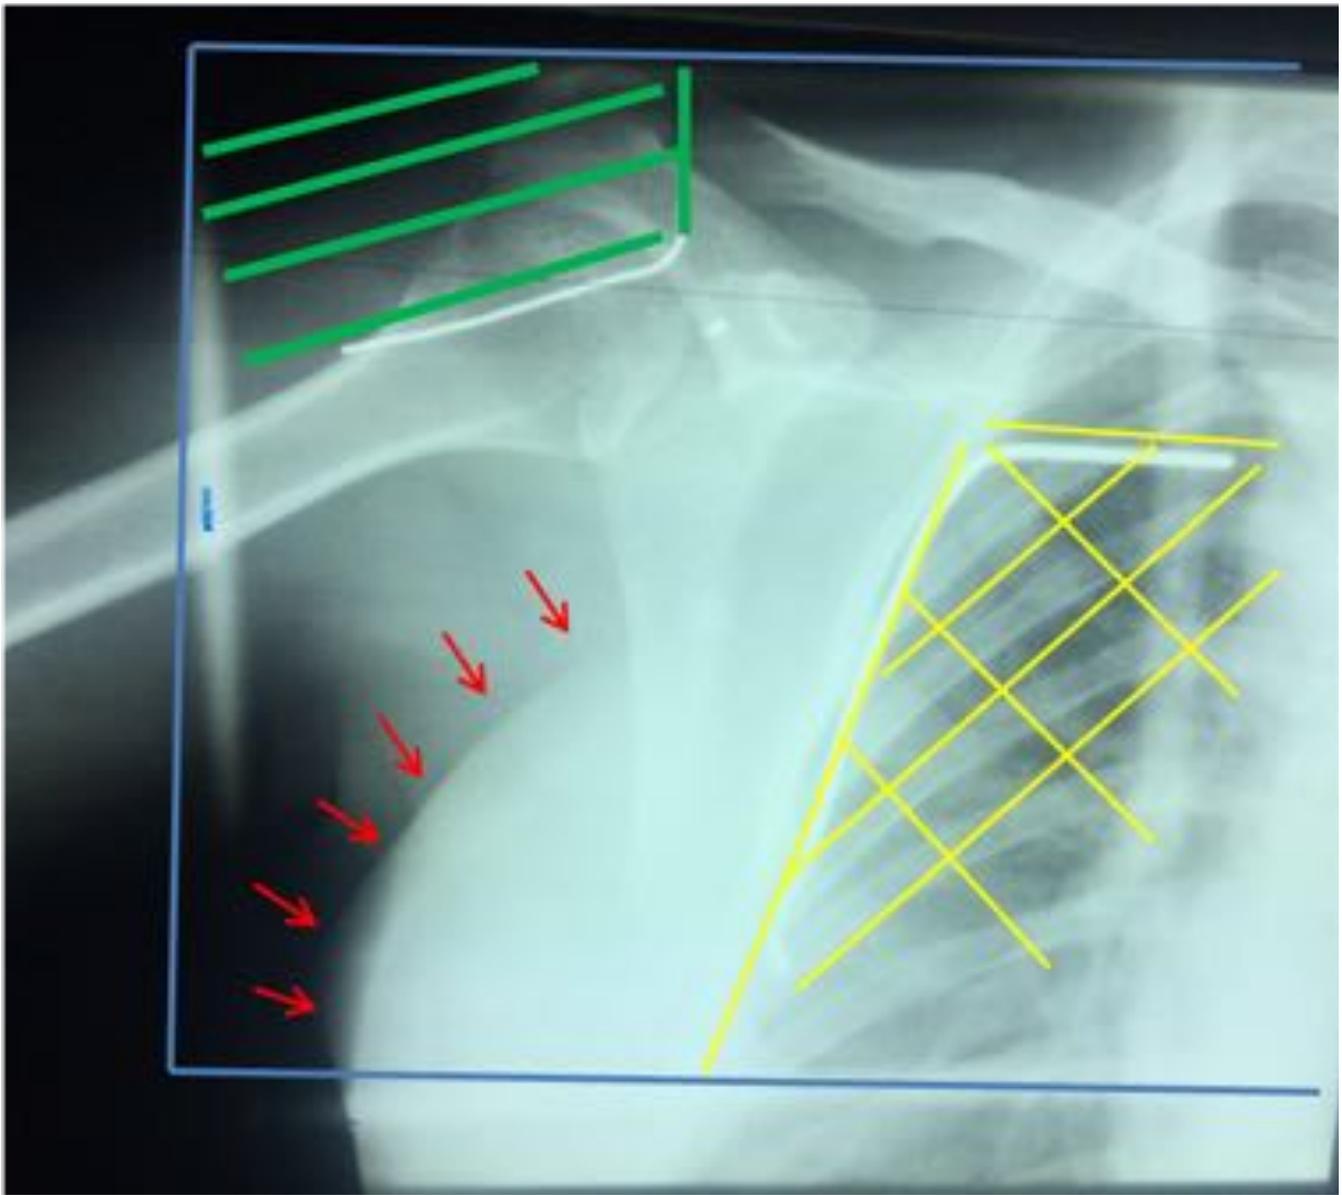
Radiografía de la planificación del lado derecho: delimitado por un recuadro azul está el campo de radiación, en amarillo la zona que delimita el protector pulmonar y en verde el protector del hombro. Señalado con flechas rojas se delimitan los cuadrantes externos del contorno mamario expuesto que, como se puede observar, quedan incluidos dentro del campo directo de radiación, sin cobertura de los protectores.
